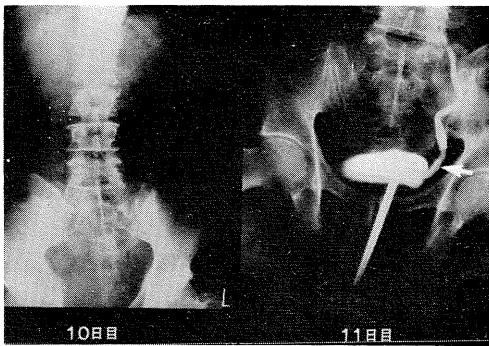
症例3のRP像. 尿管膀胱移行部にX線透過性結石陰影(矢印)を認める.
